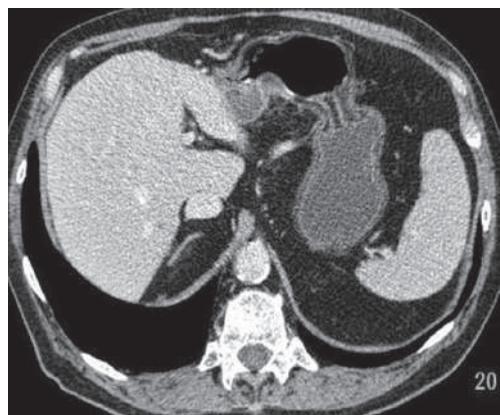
Отображение границ анатомических частей желудка на КТ.
